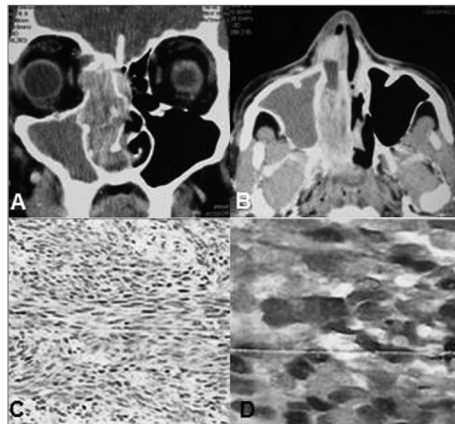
Tomografia computadorizada com contraste dos seios paranasais - incidência axial (A) e coronal (B) - exibindo massa volumosa na cavidade nasal direita estendendo-se até a fossa pterigopalatina, com erosão da parede medial do seio maxilar, lâmina papirácea e células etmoidais anterior e posterior. O exame histopatológico revelou neoplasia maligna representada por células fusiformes atípicas em arranjo fascicular, com grande alternância de celularidade (HE, 40x) (C). Análise por imunohistoquímica positiva para proteína S-100 (D).
